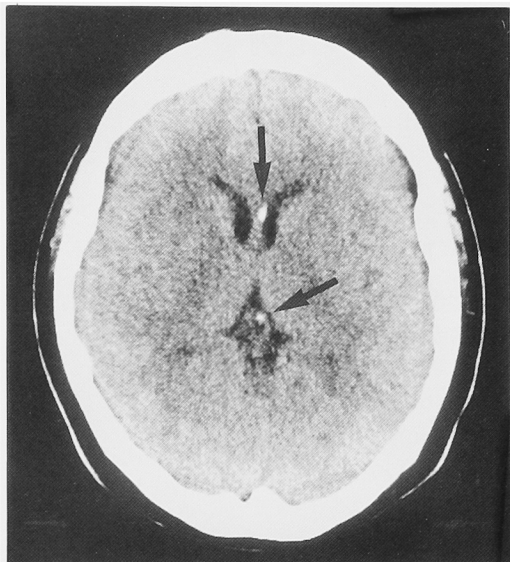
CT scan showed calcifications along the cerebral ventricle (arrows).
